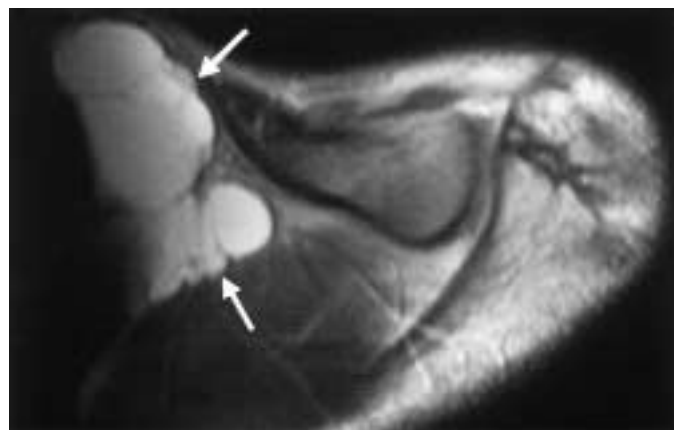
Tiefes zystisches kavernöses Lymphangiom – magnetresonanztomographische Untersuchung (links supra- und retroklavikulär).
